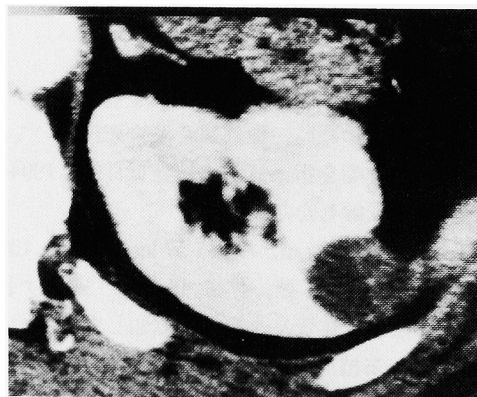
CT scan revealed enhanced area in the multilocular cystic lesion on the left kidney by contrast medium.
